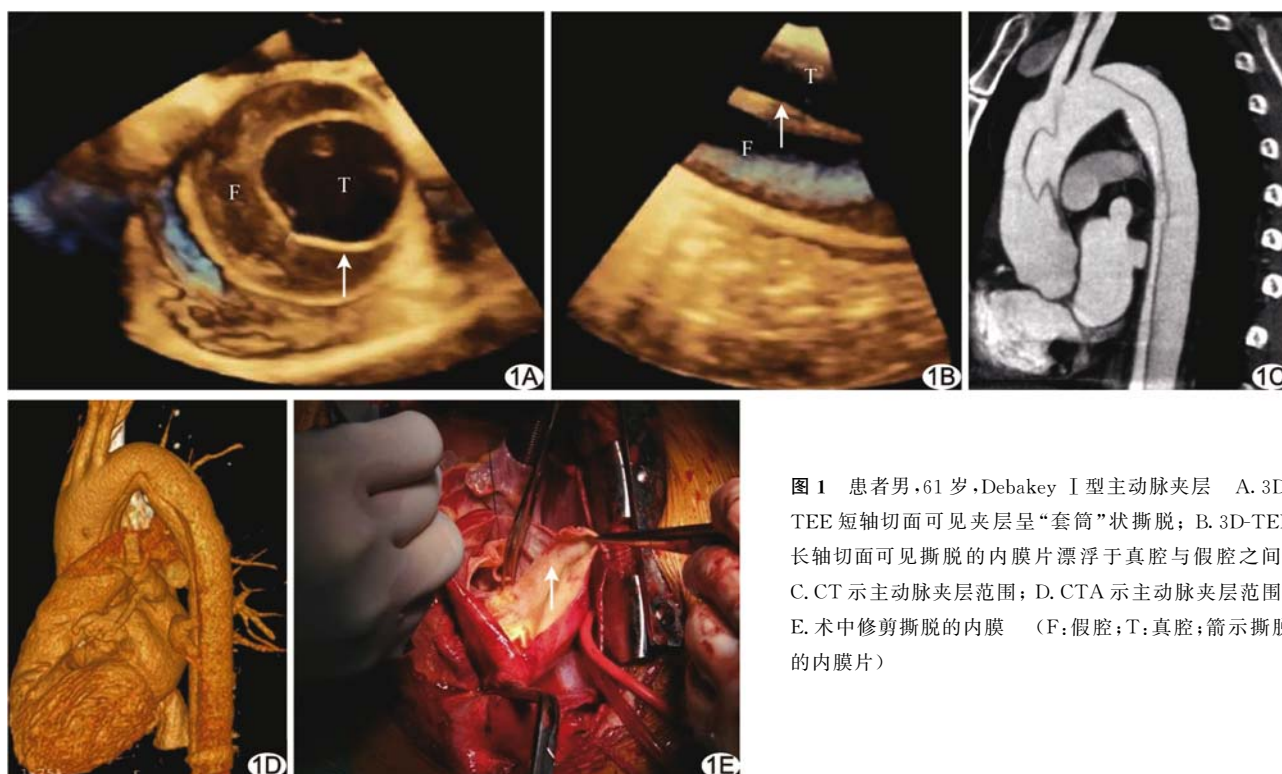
患者男,61岁,Debakey I型主动脉夹层 A. 3D-TEE短轴切面可见夹层呈“套筒”状撕脱; B. 3D-TEE长轴切面可见撕脱的内膜片漂浮于真腔与假腔之间; C. CT示主动脉夹层范围; D. CTA示主动脉夹层范围; E. 术中修剪撕脱的内膜 (F:假腔;T:真腔;箭示撕脱的内膜片)
